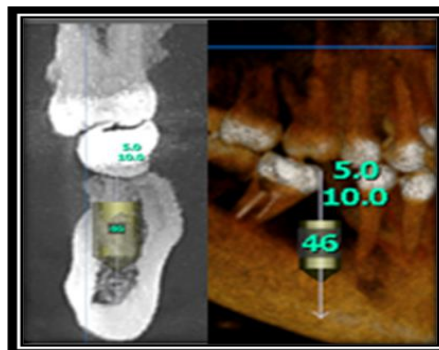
Simulación de implante en tomografía. Fuente propia.
